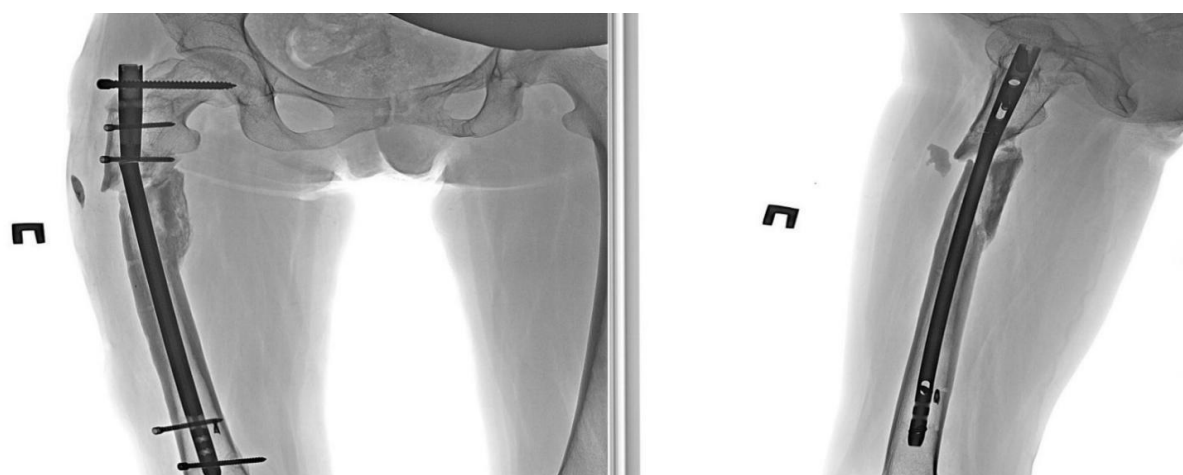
Рентгенограммы пациента С. А.: поломка интрамедуллярного штифта
